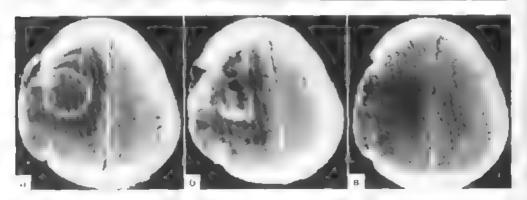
Пункционное дренирование посттравматического абсцесса левои лобно еменной области (КТ-динамика).
